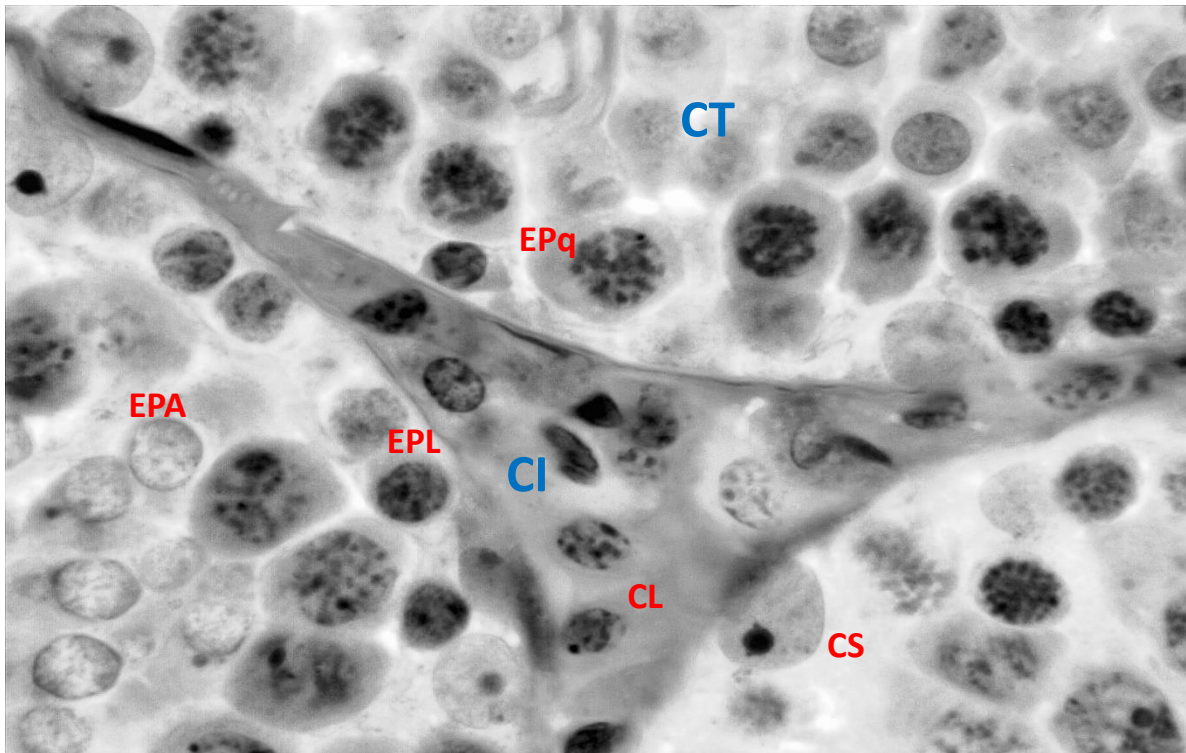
Fotomicrografia evidenciando o compartimento tubular (CT) e intertubular (CI) testicular. CL: células de Leydig; CS: célula de Sertoli; EPL: espermátocito pré-leptóteno; EPq: espermátocito paquíteno; EPA: espermátides arredondadas. Aumento: 1000x. Fonte: arquivo pessoal.
